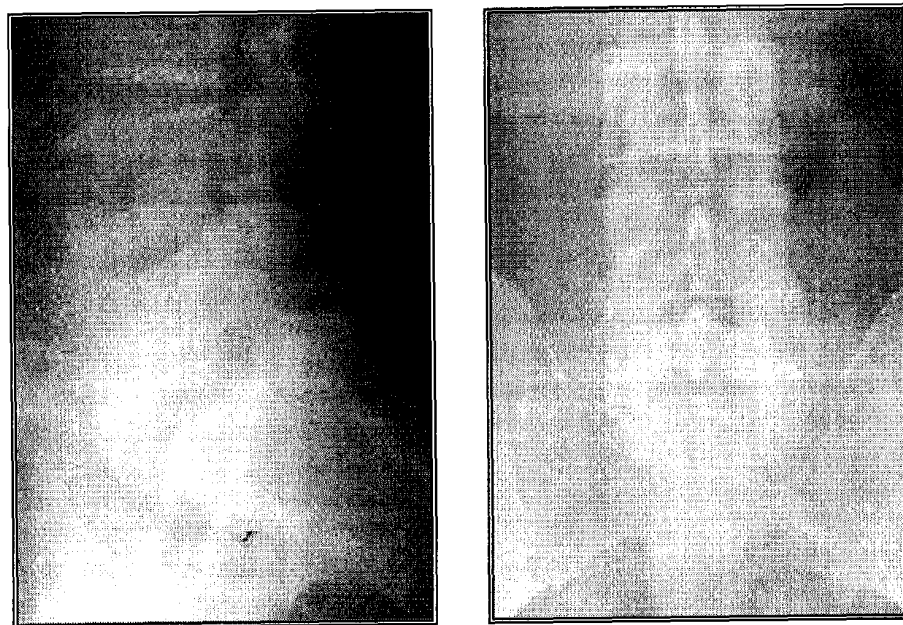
Рентгенограма поперекового відділу хребта з спонділолістезом і спонділолізом дужки L5
